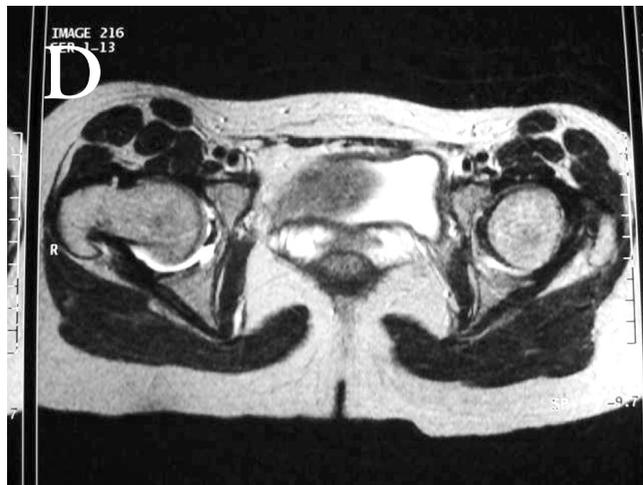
Imágenes de RMN. A, B y C cortes coronales. D un corte axial. Radiología informa compromiso bilateral con alteraciones subcondrales. Todos los hallazgos compatibles con cambios de larga data probablemente secundarios a epifisiolisis o a necrosis avascular.
